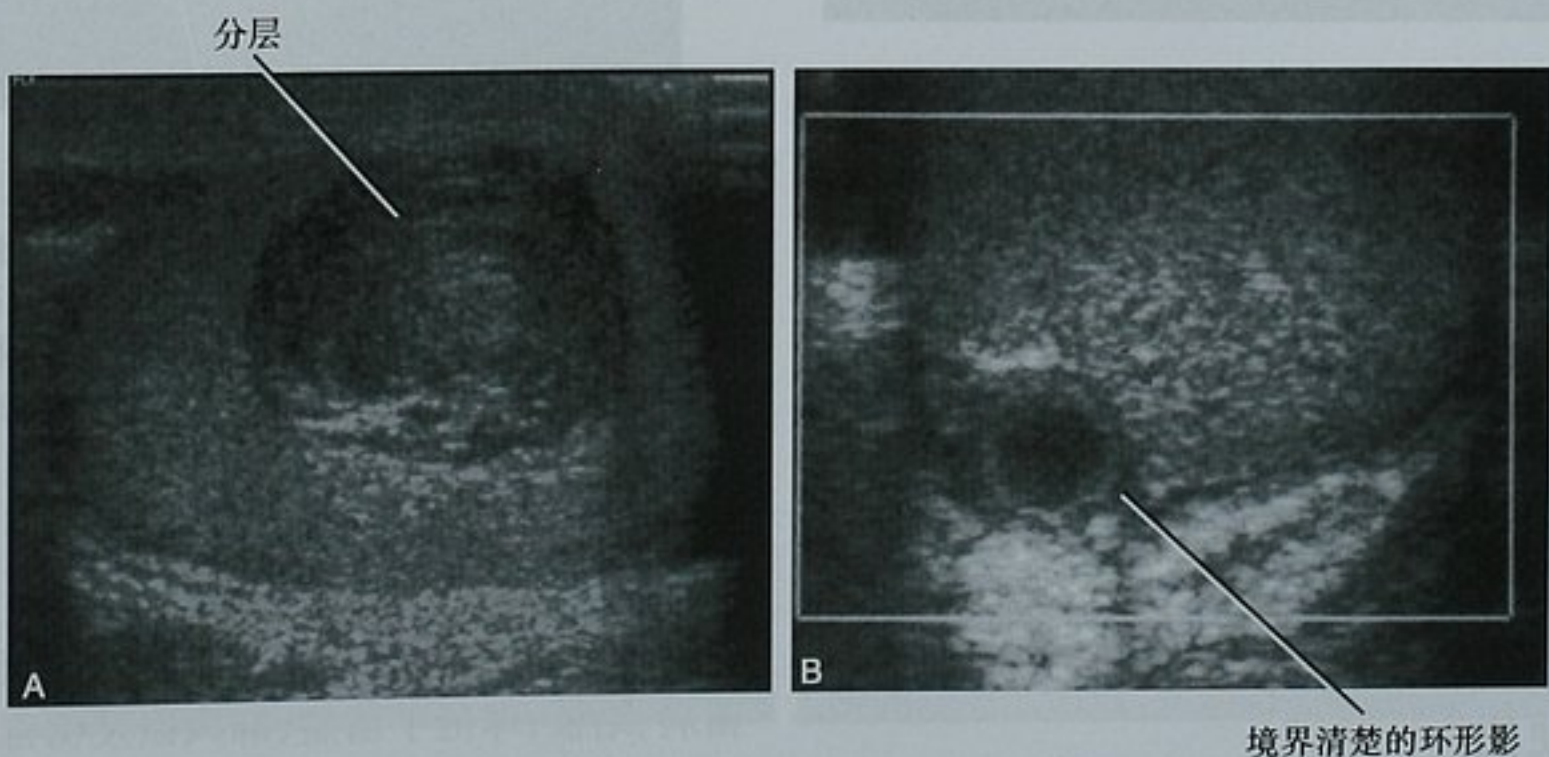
两例手术证实的睾丸表皮样包涵囊肿的超声表现。A. 典型的“洋葱皮”表现,即睾丸病灶内出现分层,彩色多普勒上未探及血流;B. 病灶边缘呈环状,内部无彩色血流
